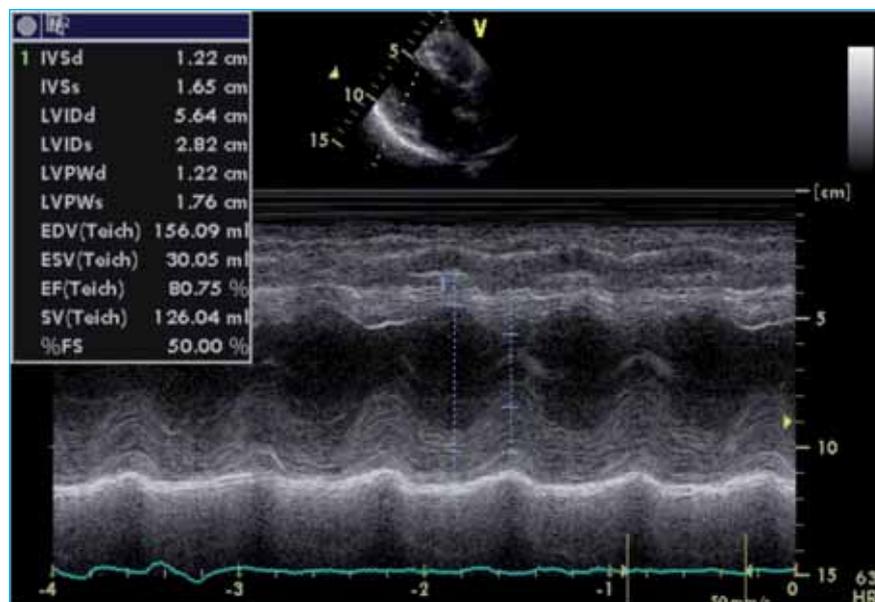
Ecocardiogramma dopo trattamento con bortezomib.
